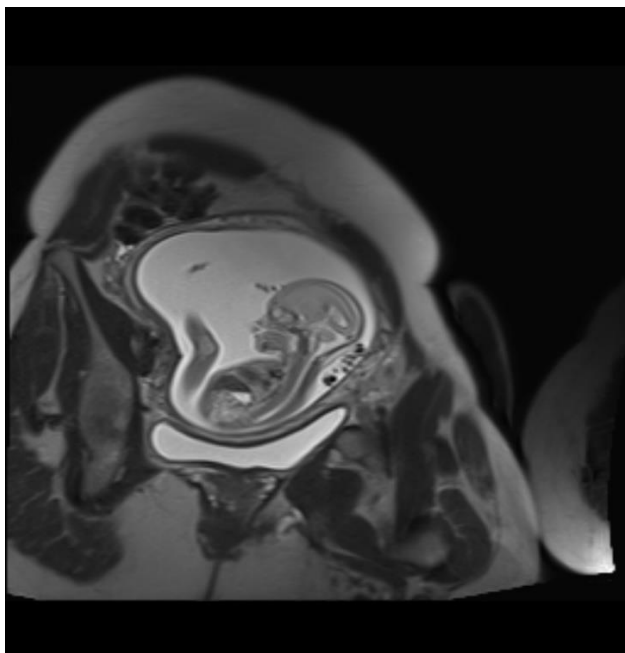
PET/MR – v části umožňuje MR přesné ohraničení plodu. Po fúzi s PET na obrázku jsou viditelné "studené" oblasti.
